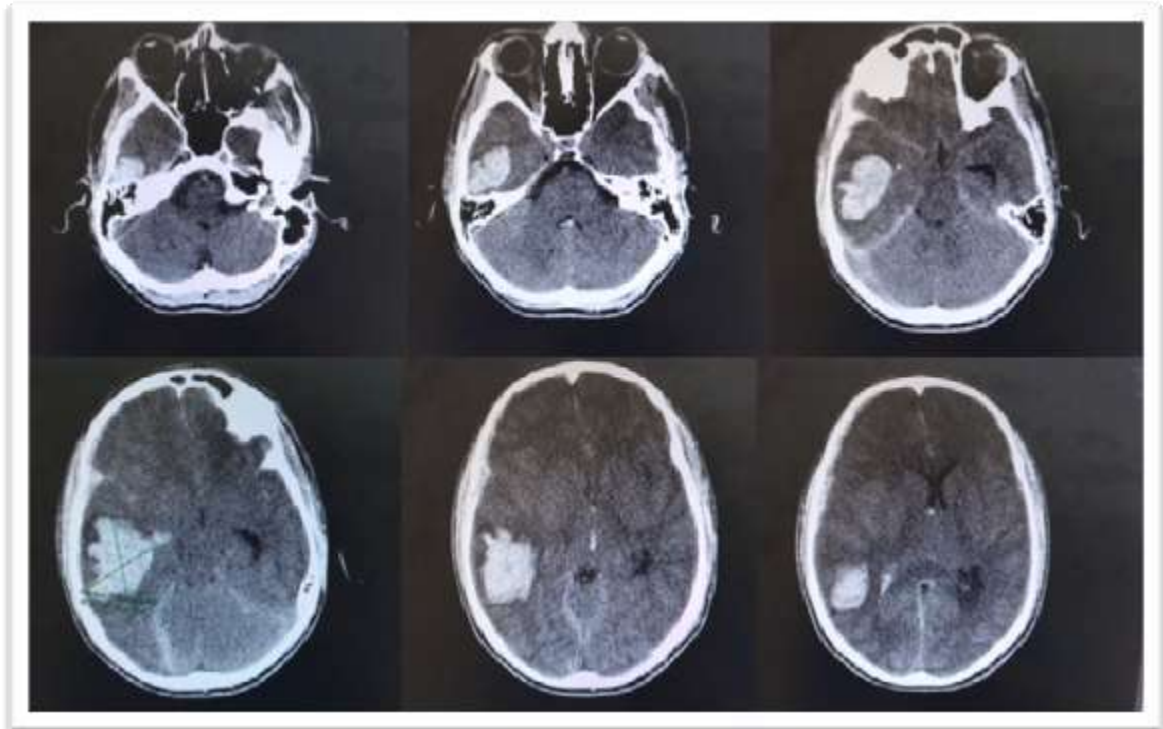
(TAC craneal con hemorragia intraparenquimatosa temporoparietal que desplaza línea media).
